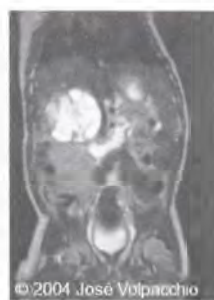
Нейробластома правого надпочечника (МРТ-визуализация) (с разрешения администрации сайта www.theFetus.net)
